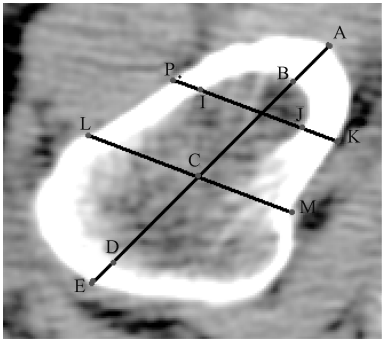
股骨颈 T_{20} 平面 CT 横截面影像
